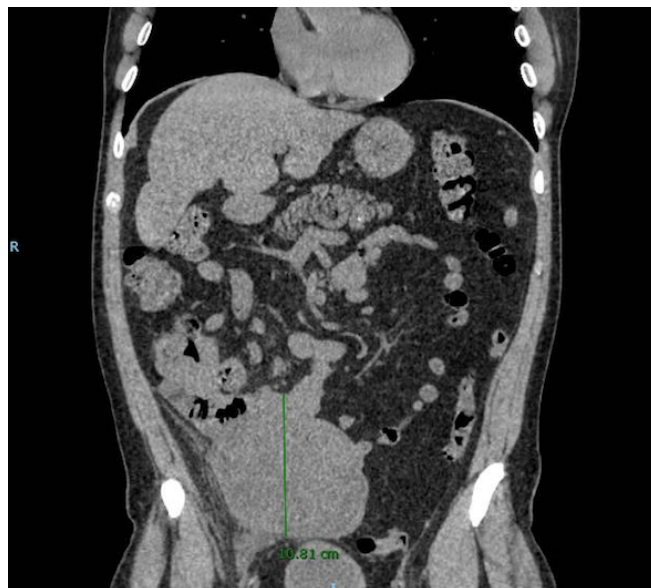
TAC con contraste iv: corte coronal.
